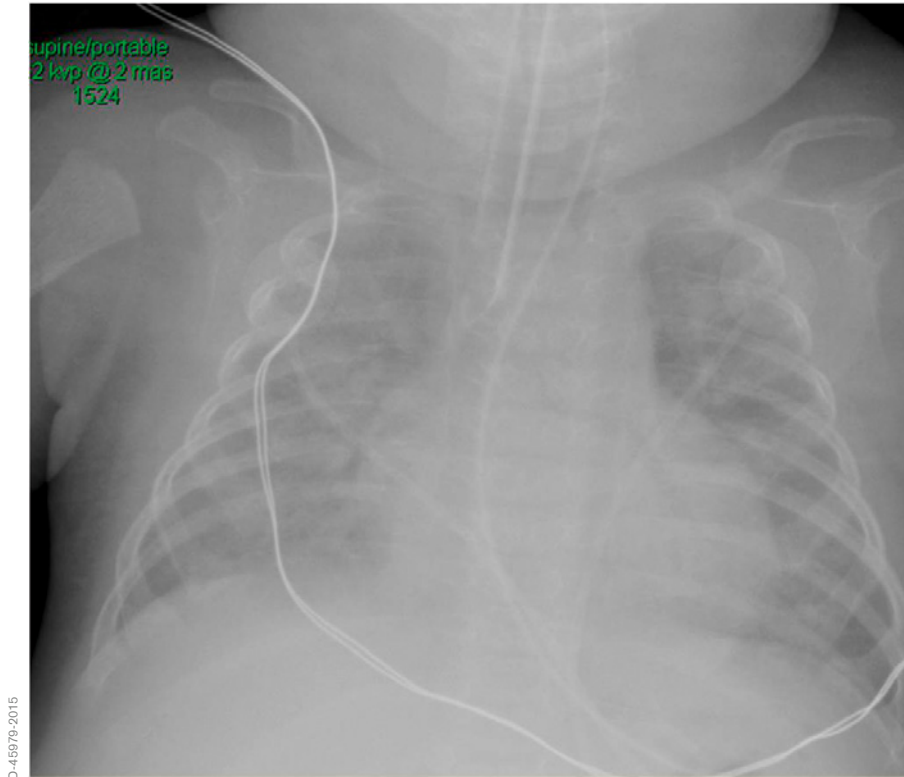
radiographie après l'intubation
